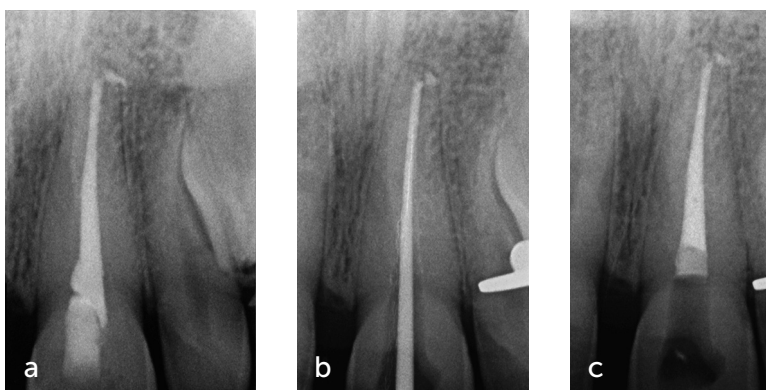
(a) Radiografía preoperatoria. (b) Prueba del cono. (c) Tras una nueva endodoncia asociada a un tope de ionómero de vidrio colocado encima.
